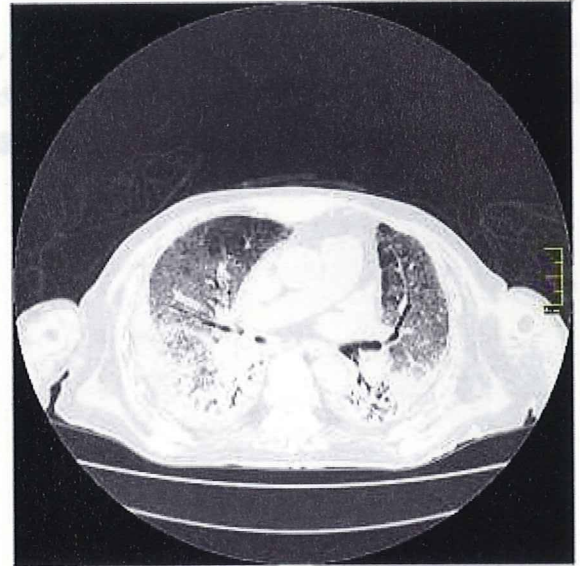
死後 CT 像。両肺の間質性陰影の増悪を認める。
